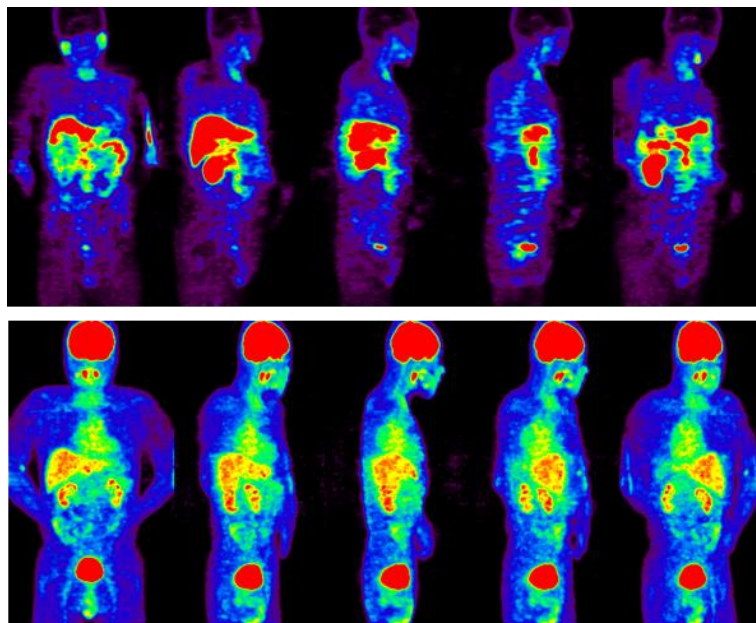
$^{18}\text{F}$ -Choline と  $^{18}\text{F}$ -FDG 頭頸部での生理的な集積 PET 画像
